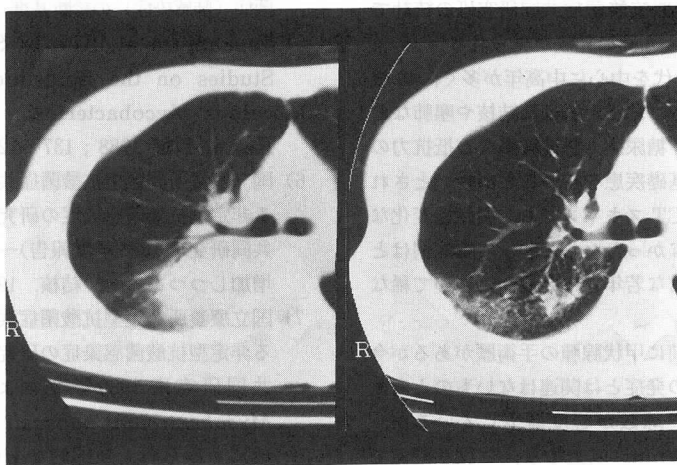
Chest CT on August 1993 (left) and April 1994 (right). CT before on admission shows infiltrative shadow, which has almost disappeared after eight months of treatment.
